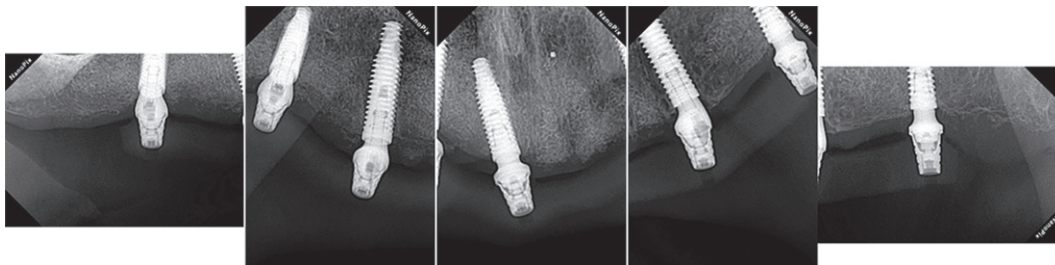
Radiografías de la prueba de pasividad.
